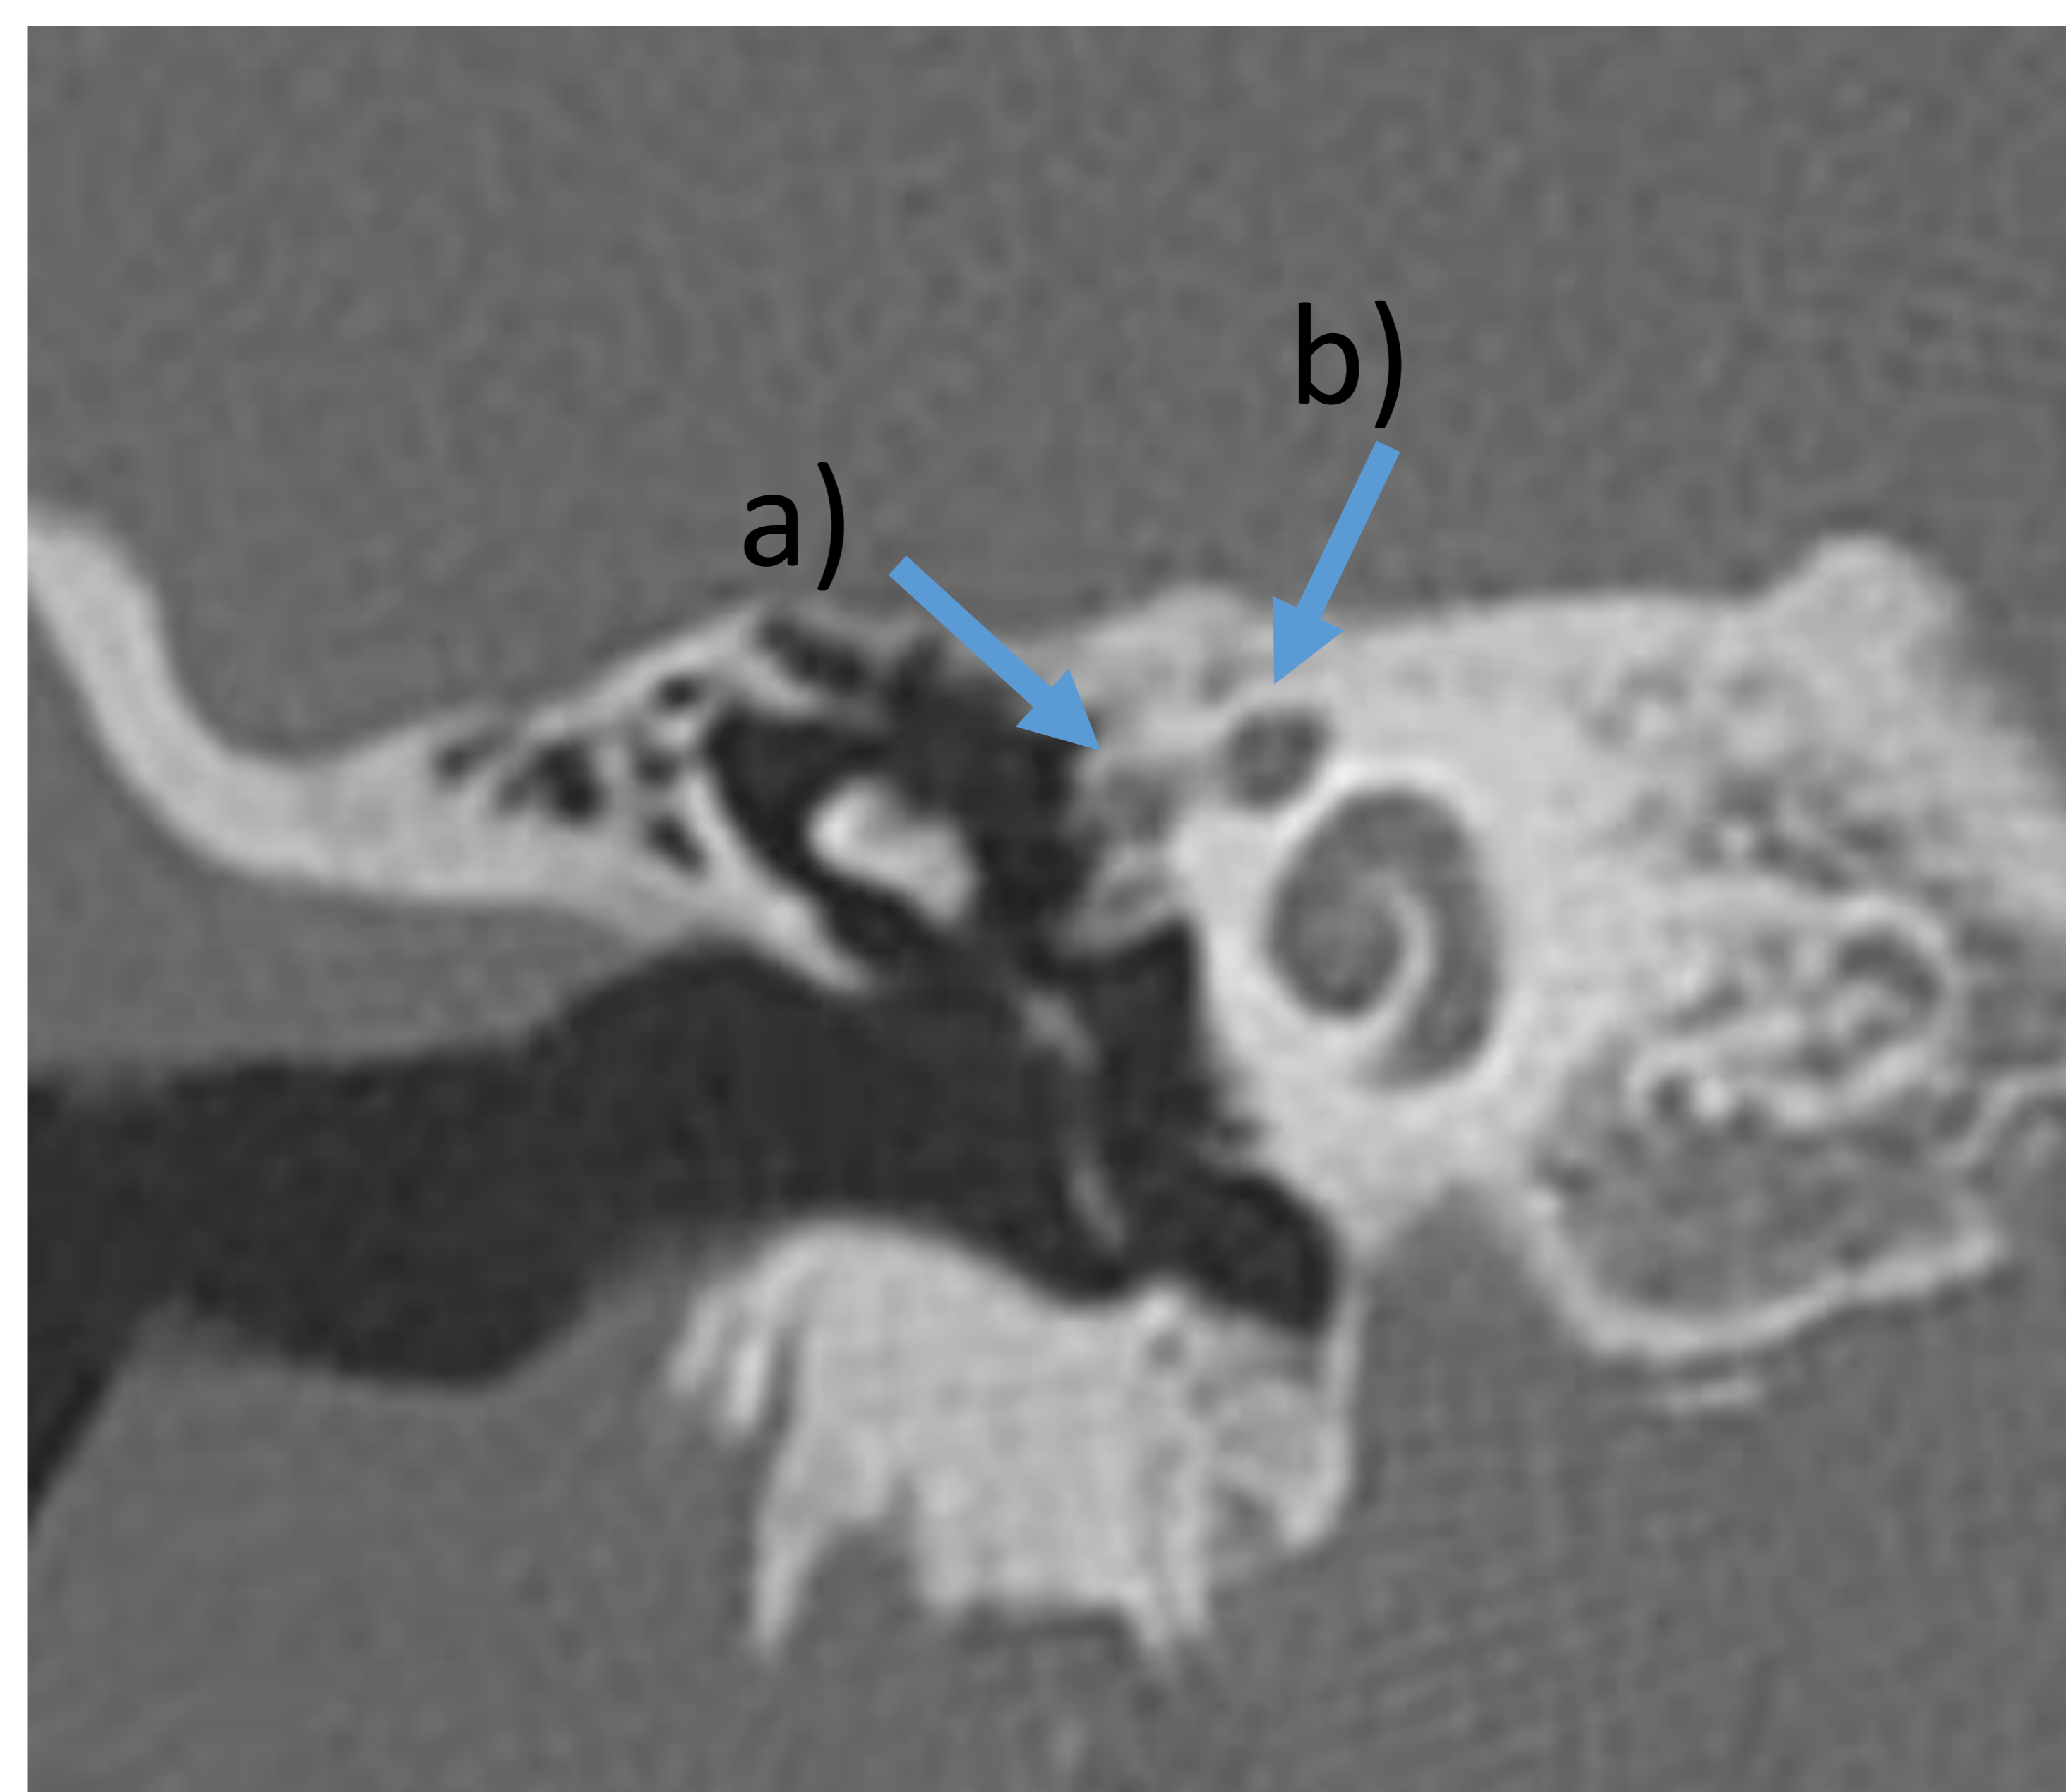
Reconstrucción coronal TC: musculo tensor del tímpano a) y porción timpánica del facial b) .
